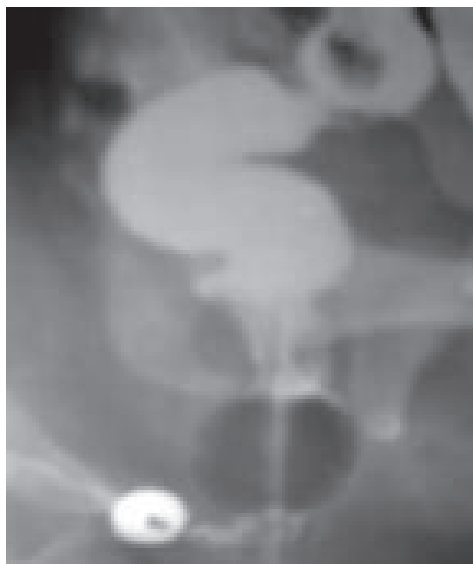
Боковая рентгенограмма аноректальной зоны во время дефекации у больной с атрезией прямой кишки со свищем на промежность. Прямая кишка расширена, а дистальная часть анального канала значительно уже нормы
